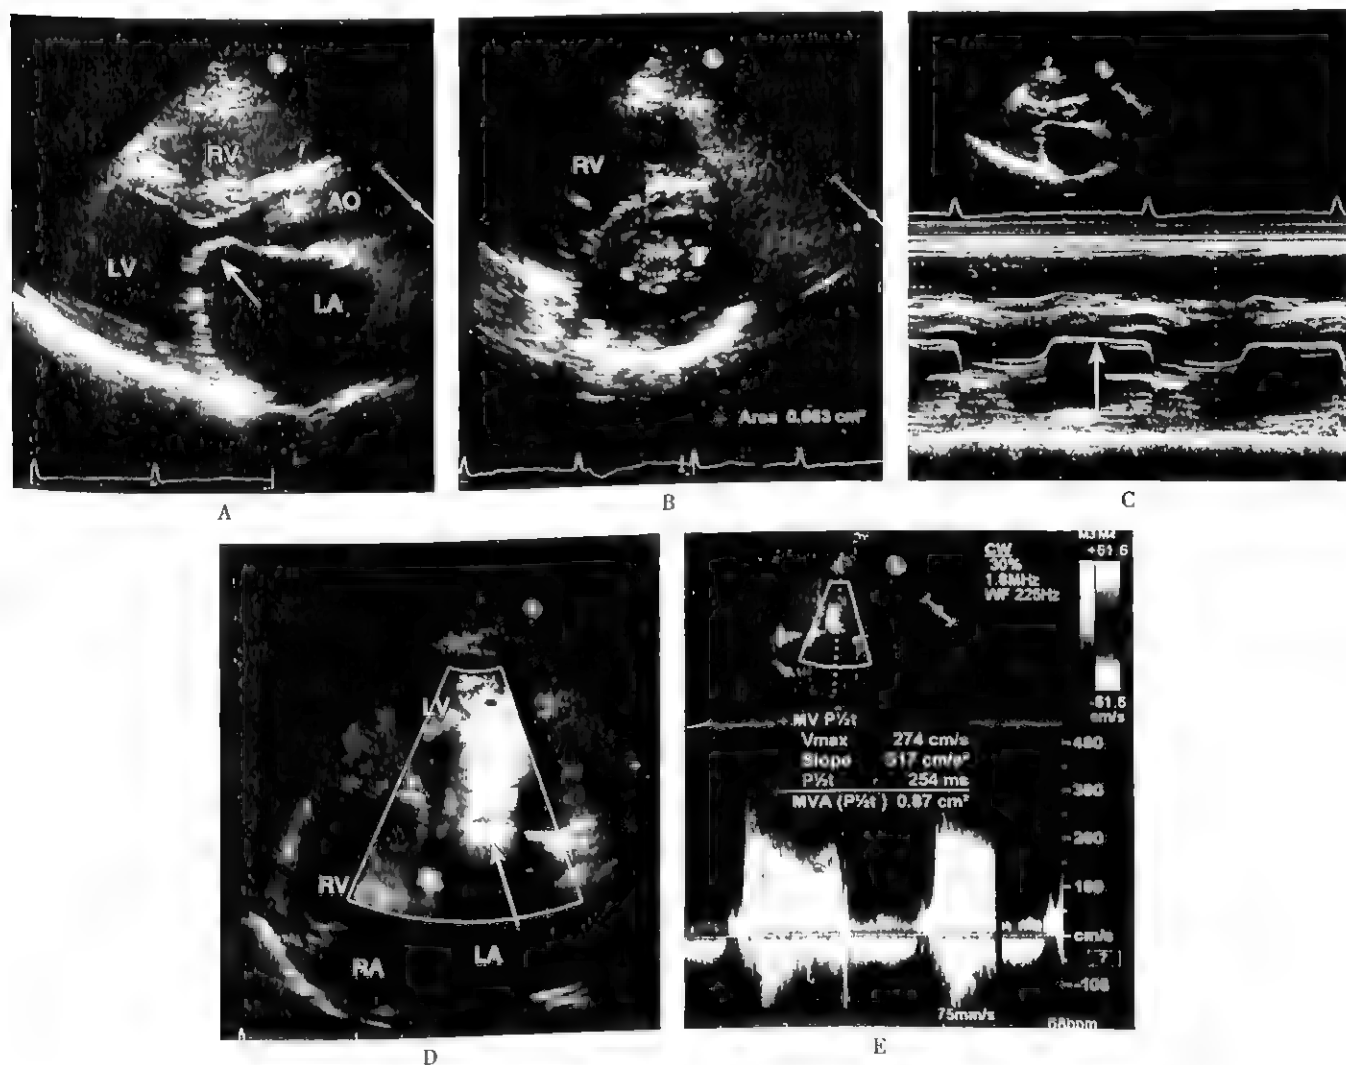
风湿性二尖瓣狭窄的超声心动图表现
